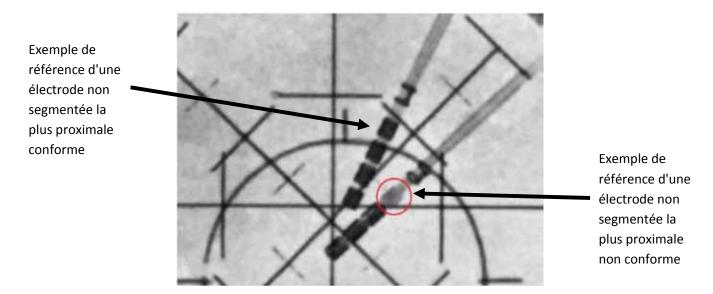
Radiographie fluoroscopique latérale
